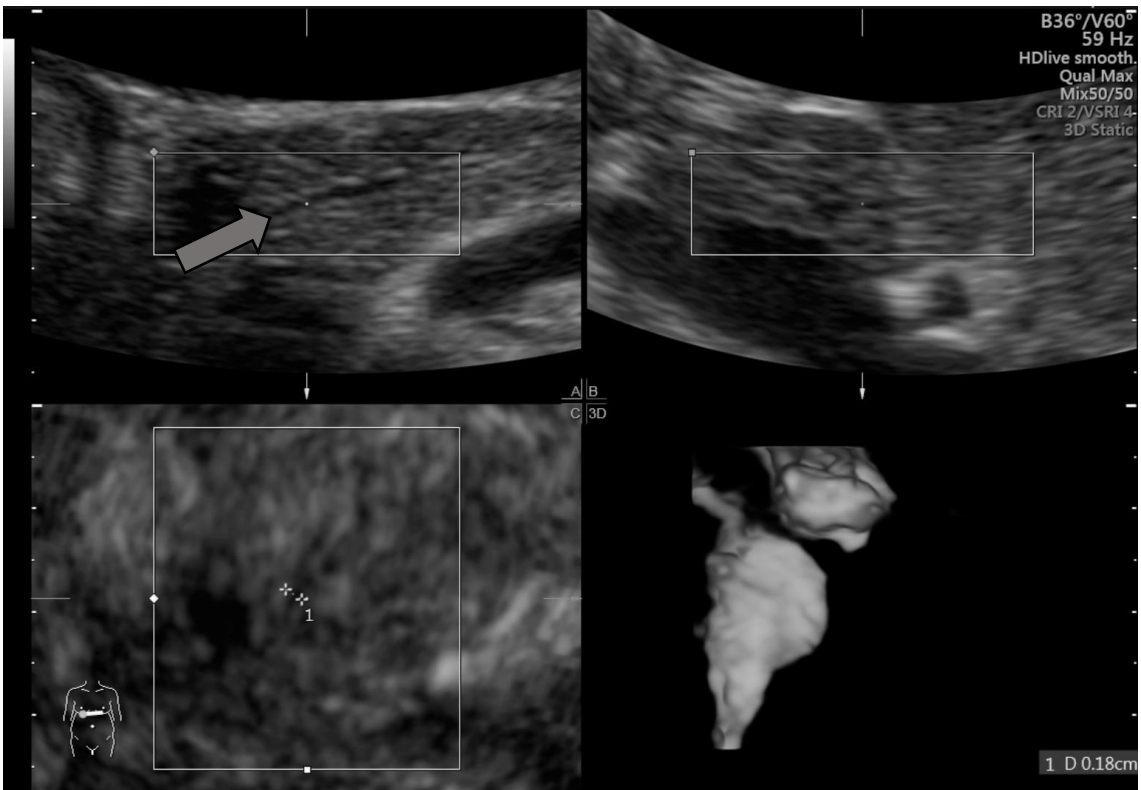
Versuch der Gangdarstellung mit der 3D-Sonographie
